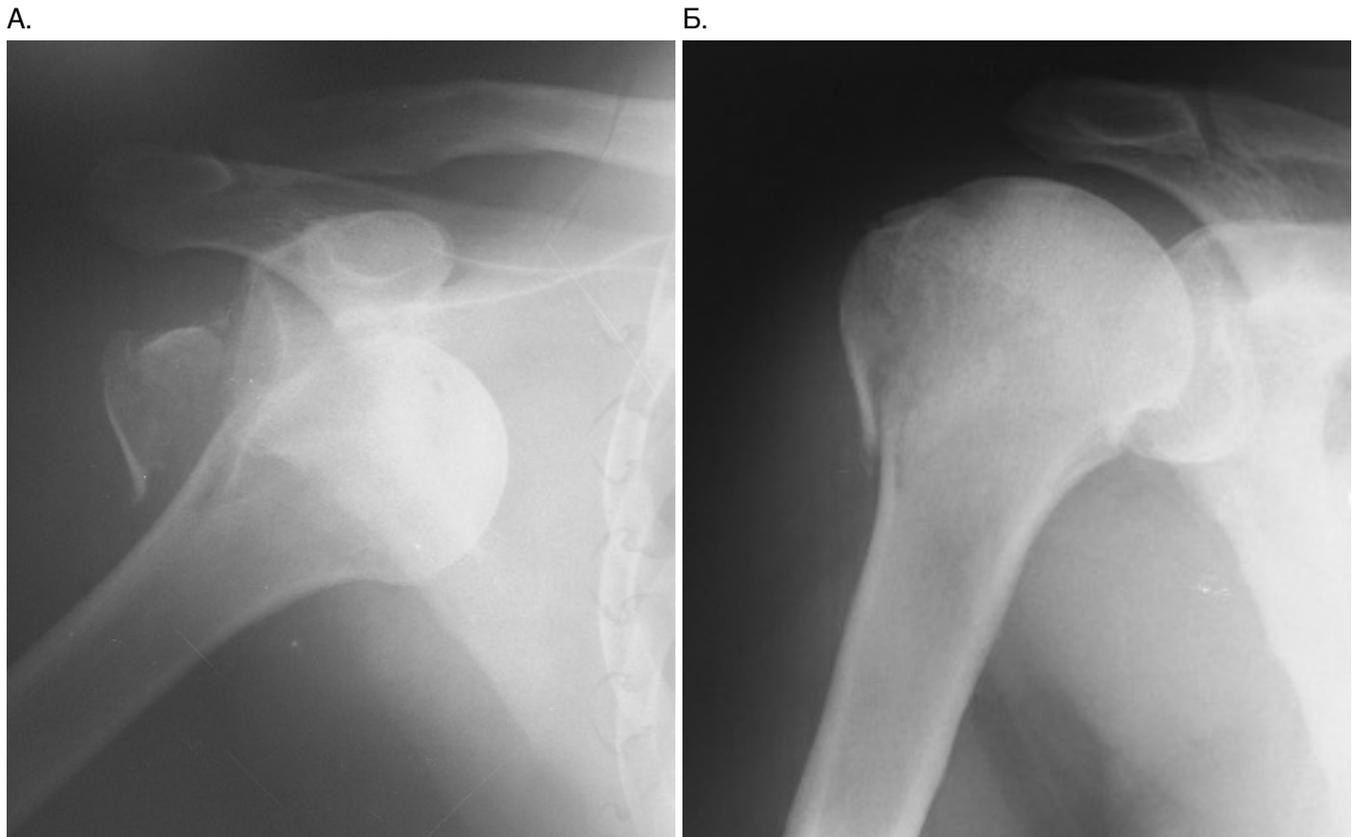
Рентгенограммы до вправления вывиха (А.) и после вправления (Б.)
